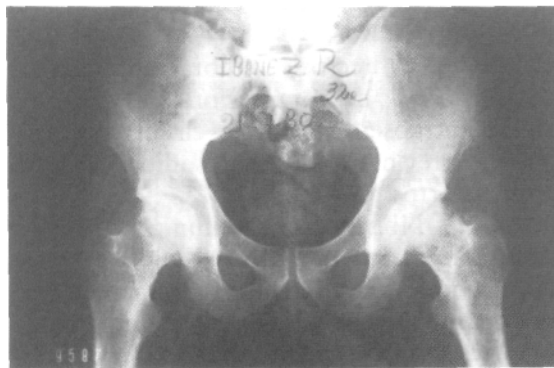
Rubén T., 32 años, con antecedente de cortisonismo por alergia bronquial. Tiene dolor y movilidad limitada en ambas caderas. Radiografías: en período 1, lado izquierdo, y 2 en el derecho. Se opera el 27/1/80. Se efectúa forages múltiples, biopsia ósea y descompresión muscular. En ambos lados la anatomía patológica evidenció una necrosis aséptica.
